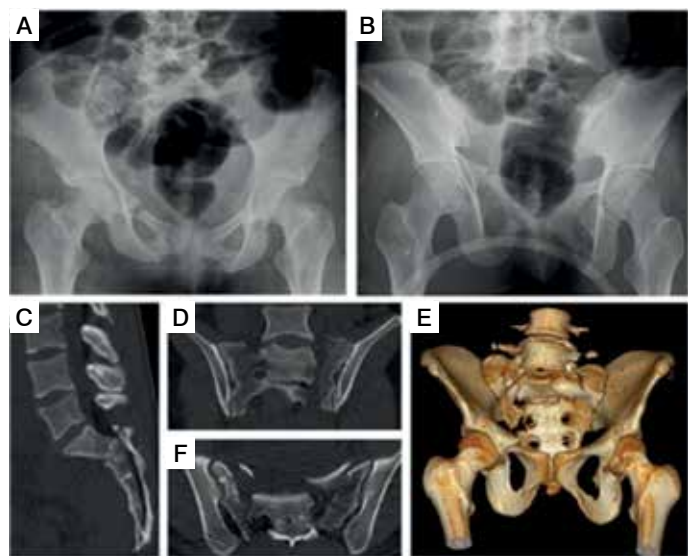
Avaliação Radiológica. A, B. Radiografias Panorâmica e Outlet View – Sombras gasosas dos intestinos e a inclinação sacral dificultando a visualização da fratura; C-F. Tomografia Computadorizada – melhor visualização do padrão de fratura.
